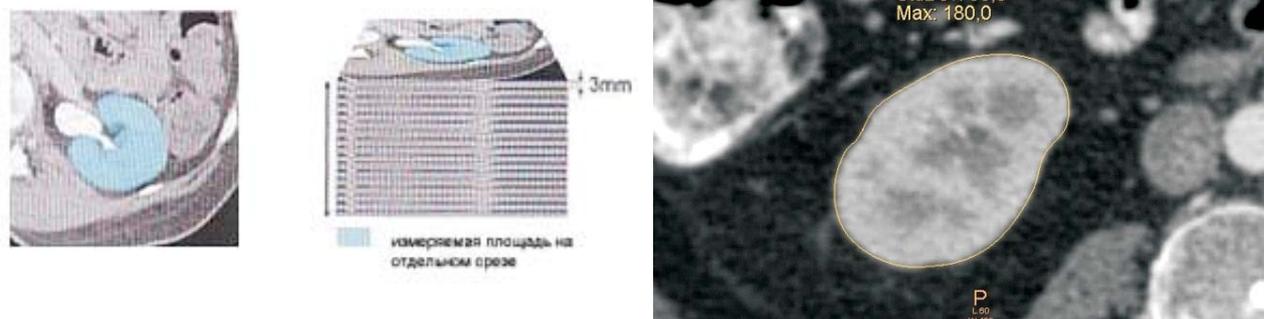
Определение объема почечной паренхимы по КТ.
